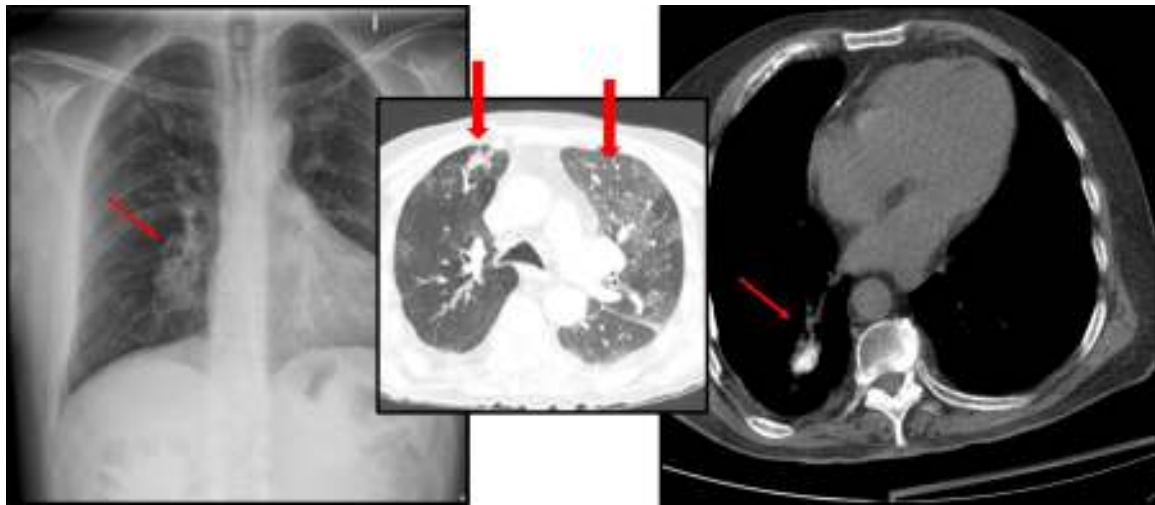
Radiografía en proyección posteroanterior de tórax revela una lesión nodular en el campo pulmonar inferior derecho, un hallazgo confirmado en la TCMD. Los cortes axiales muestran en ventana de parénquima la presencia de opacidades alveolares y en vidrio esmerilado (flechas gruesas), y en ventana de mediastino una lesión nodular en el lóbulo inferior derecho (flechas delgadas).
